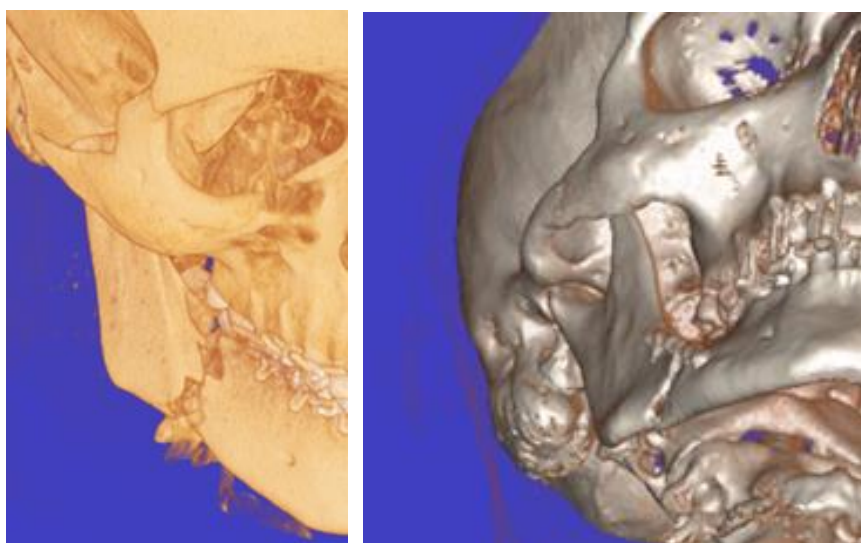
Пацієнт О., і/хв №6538, КТ-3D лицевого скелета, діагноз: перелом нижньої щелепи в ділянці кута, остеосинтез класичним методом (одна пряма пластина), виявляється розходження уламків по нижньому краю НЩ
